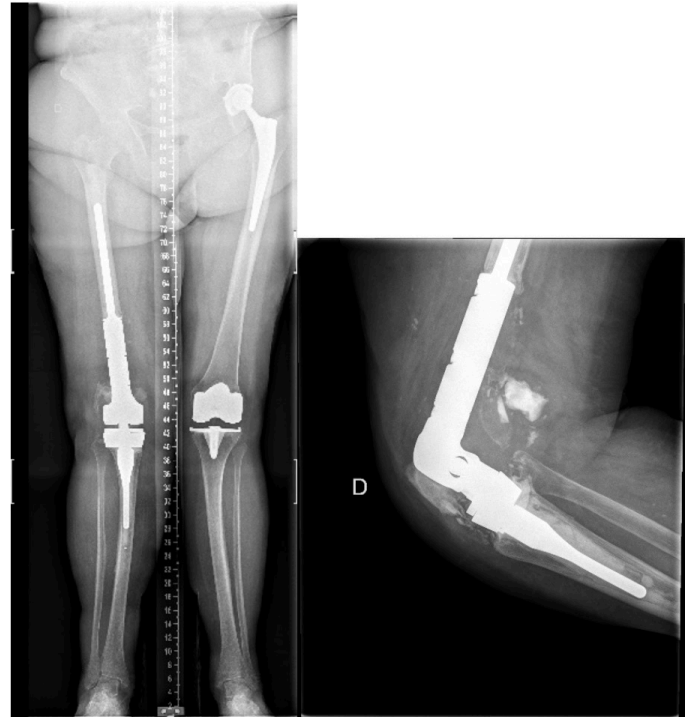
Cas 2 - Radiografies de control als 6 mesos del recanvi a modular.
